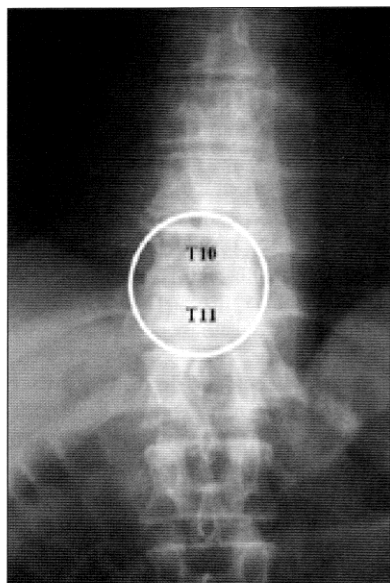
Radiografía AP de columna dorsal: lesión ósea destructiva T10 - T11. Ausencia de espacio intervertebral.
